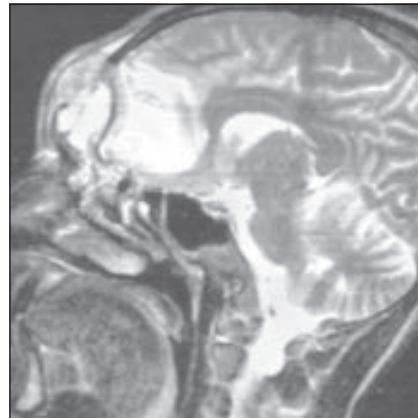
Хворий П., 38 років. Плоскоклітинний зрговілий рак лобної пазухи з інтракраніальним розповсюдженням. МРТ у сагітальній площині.  $T_2$ -зображення. Проростання пухлиною оболонок головного мозку з інфільтрацією кіркових відділів лівої лобної частки
